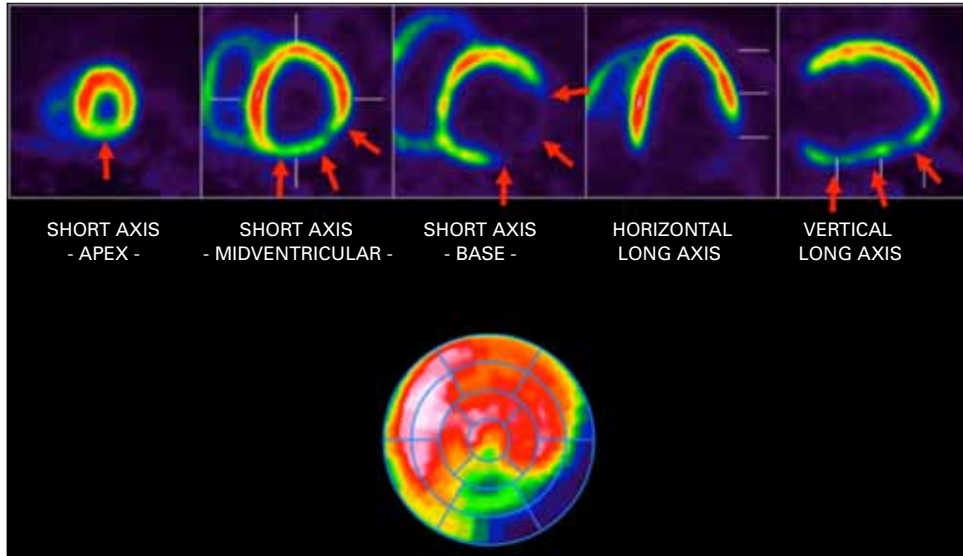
FDG PETCT for viability imaging in heart failure.
